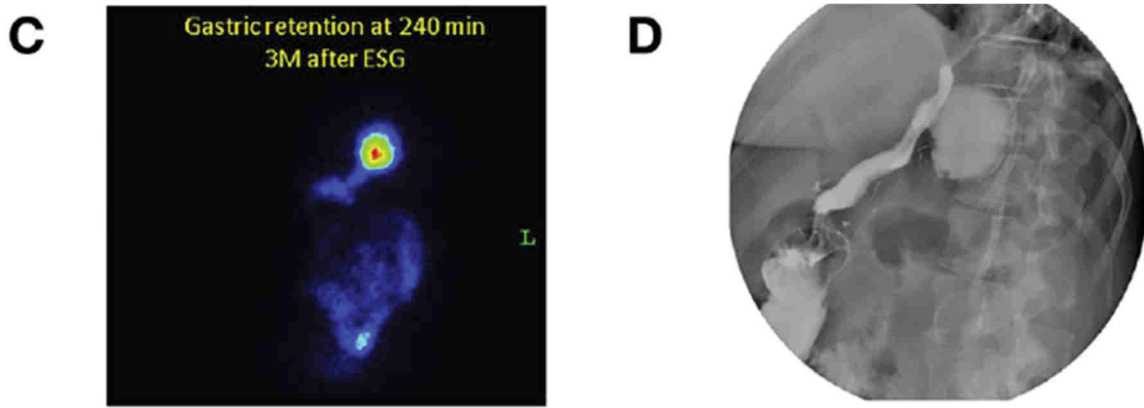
= (A) Retard de vidange à 4 heures après ingestion d'un repas solide, par scintigraphie. Fixation au niveau du fundus qui est laissé intact lors de la gastroplastie. (B) Transit radio-opaque montrant l'aspect fin de la gastroplastie avec réduction du volume totale de 70%, et de la poche fundique résiduelle [33].
